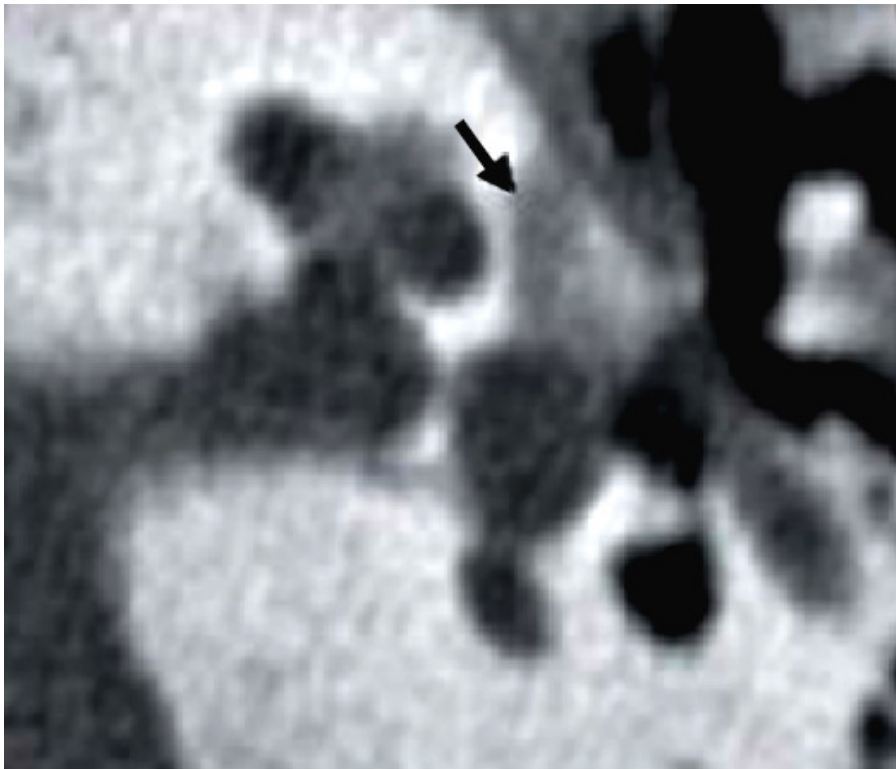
Coupe TDM axiale passant par la région pré-stapédienne [167]. Foyer hétérogène qui associe des hypodensités probablement en phase active de destruction de la capsule otique et des hyperdensités probablement en phase inactive de reconstruction osseuse.
